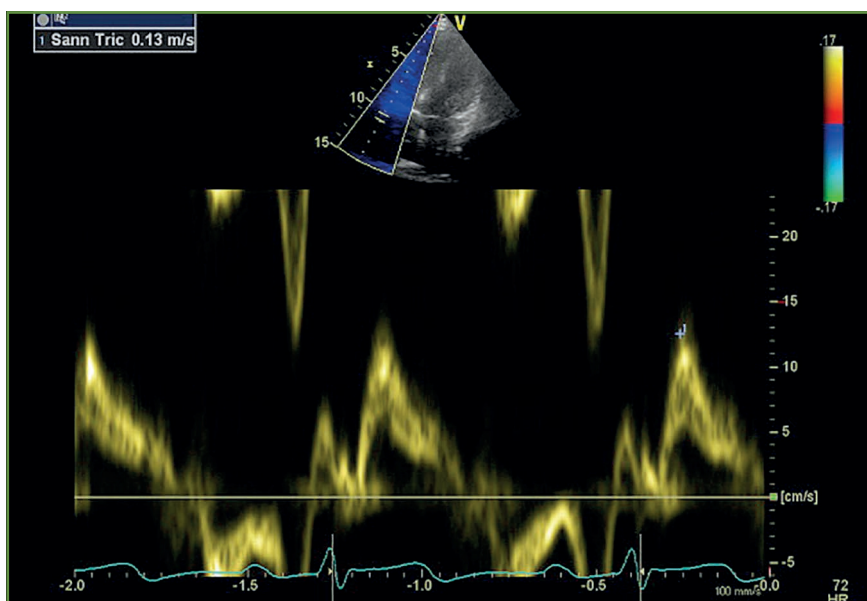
Enregistrement des vitesses de l'anneau tricuspide en mode Doppler tissulaire.
